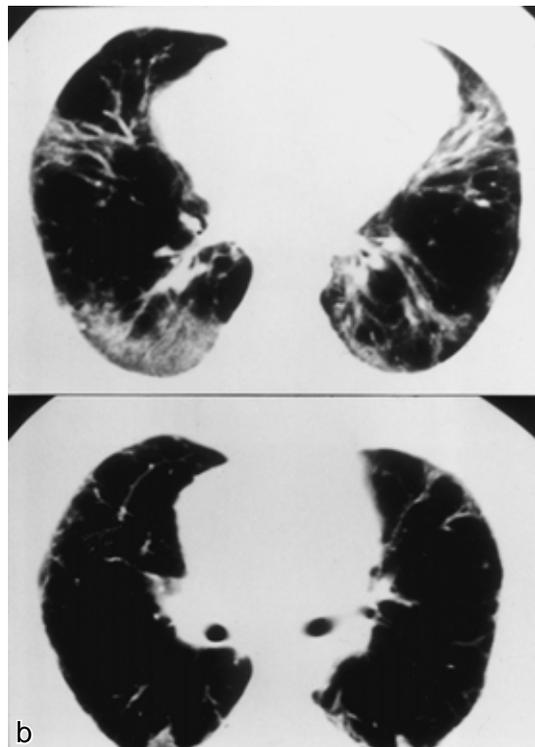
Chest CT scans after treatment show marked reduction of infiltration in both lungs.
